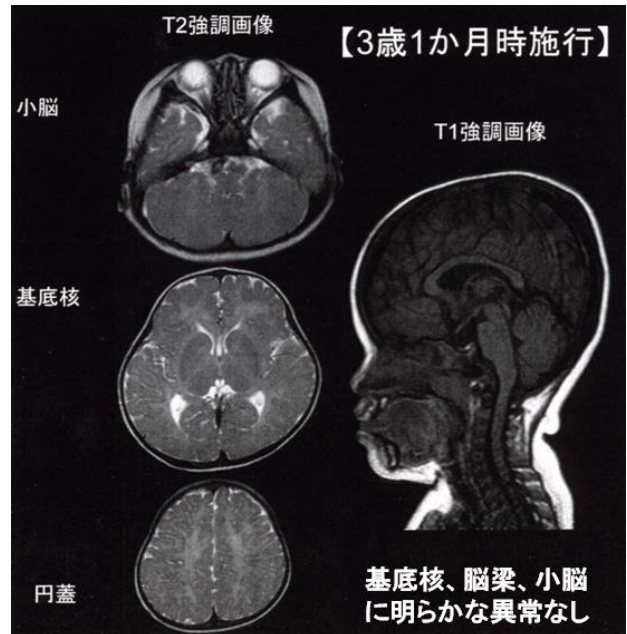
POLR3A* 変異症例の頭部MRI画像
